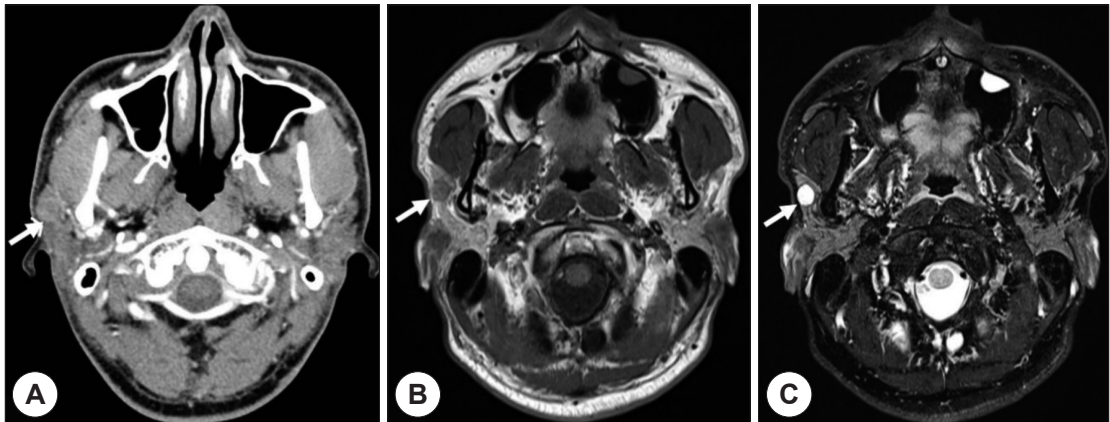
Imaging studies of the tumor (white arrow). Enhanced CT scan, showing poorly enhancing lesion (A), T1 enhanced MR image, showing slightly enhancing lesion (B), T2 MR image, showing high signal intensity (C).
